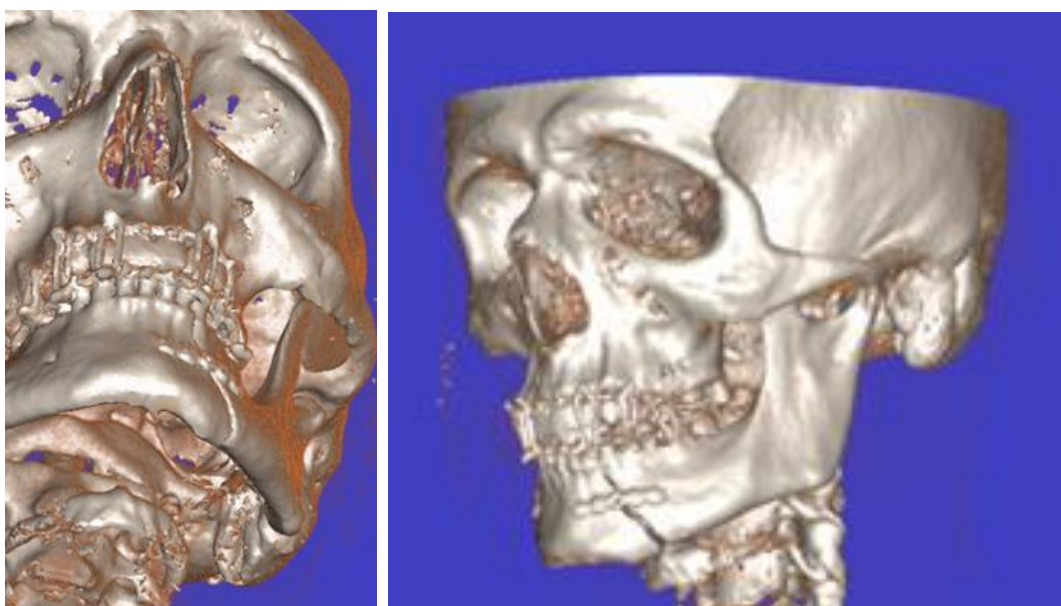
КТ пацієнта С., стан після остеосинтезу НЩ класичним методом – однією прямою пластиною та 6-ма гвинтами
